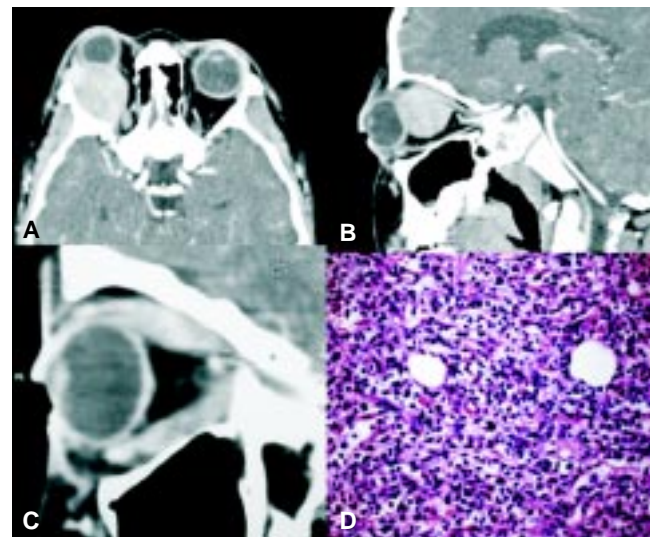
A) Corte axial de Tomografía Computarizada contrastada de órbitas en donde se observa una lesión hiperdensa, ovalada, de bordes bien definidos, que ocupa la cavidad intraconal derecha y desplaza en sentido anterior el globo ocular. B) Reconstrucción sagital de lesión antes descrita en donde se observa la misma lesión y como provoca desplazamiento craneal del músculo recto superior. C) Reconstrucción en el plano sagital con contraste endovenoso donde se observa aumento en el grosor y reforzamiento de los músculos orbitarios. D) Tejido adiposo orbitario con infiltración por células fusiformes, linfocitos y células plasmáticas. Tinción HE 250 x.
